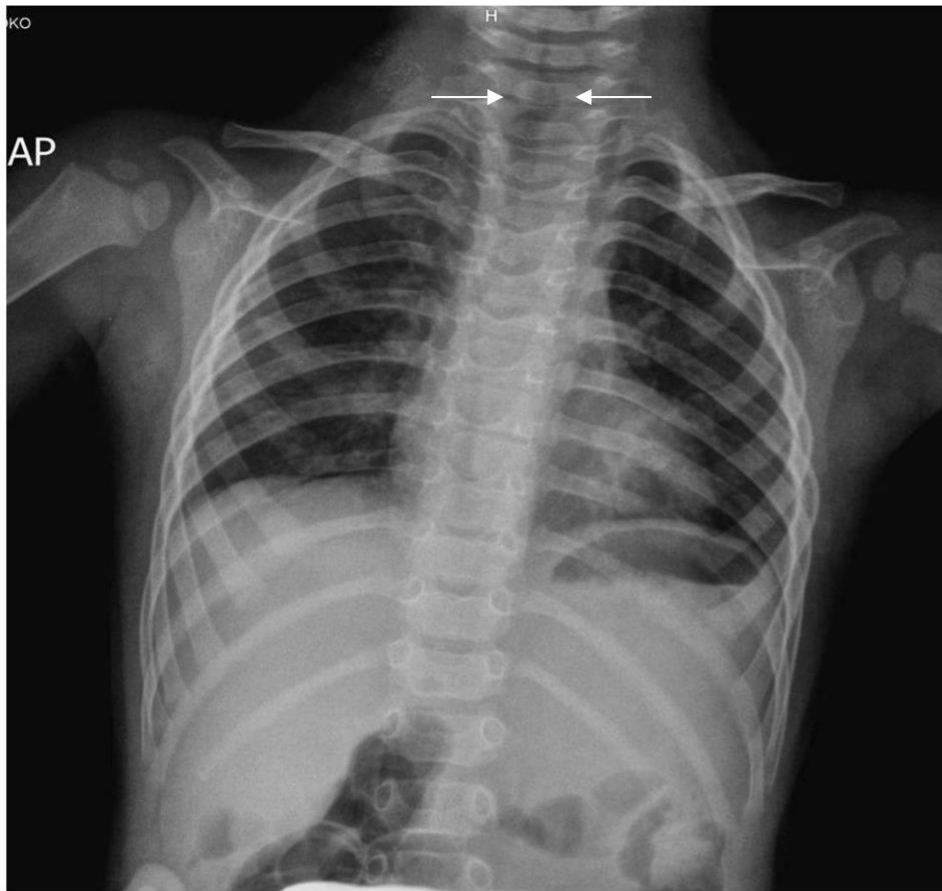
The 15-month-old boy (on admission): the chest x-ray in the posterior-anterior position
